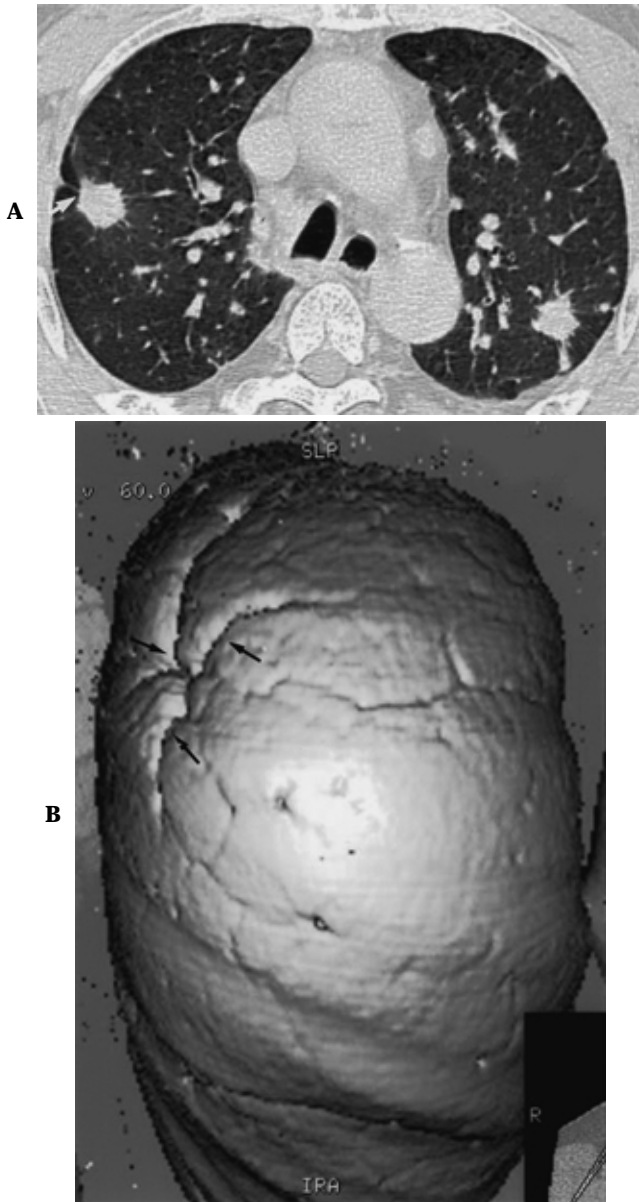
Spiculated metastasis in a 63-year-old man with rectal cancer. A. Axial CT image shows multiple spiculated nodules. Note the metastatic nodule with isolated pleural plane (arrow) due to pleural indentation in the right upper lobe. B. Surface rendering image shows severe pleural indentation (arrows)
